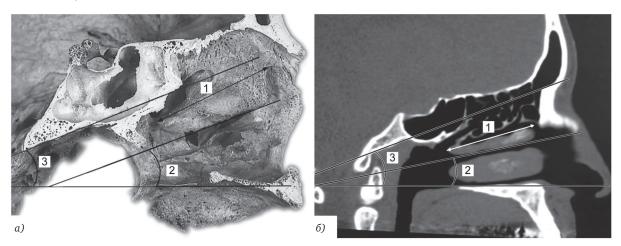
Особенности топографо-анатомических отношений внутриносовых структур и строения носоглотки при лептокавитальной форме полости носа: a – сагиттальный распил мацерированного черепа; b – компьютерная томография полости носа (пациент Д.); b – длина средней носовой раковины по месту прикрепления (b – 45 мм, b – 42 мм); b – угол между свободным краем средней носовой раковины и дном полости носа (b – 22°, b – 12°); b – угол между наружной поверхностью базилярной части затылочной кости и дном полости носа (b – 23°, b – 22°).
